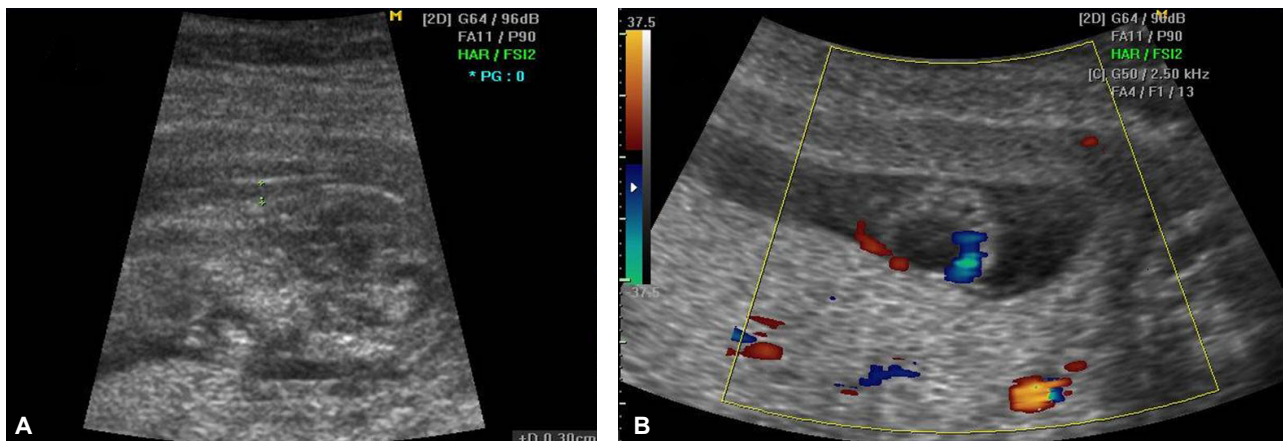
Ultrasound scan of nuchal translucency and fetal bladder at 12+4 weeks of gestation. (A) Increased nuchal translucency, (B) color Doppler imaging shows the umbilical artery running alongside the fetal bladder.
